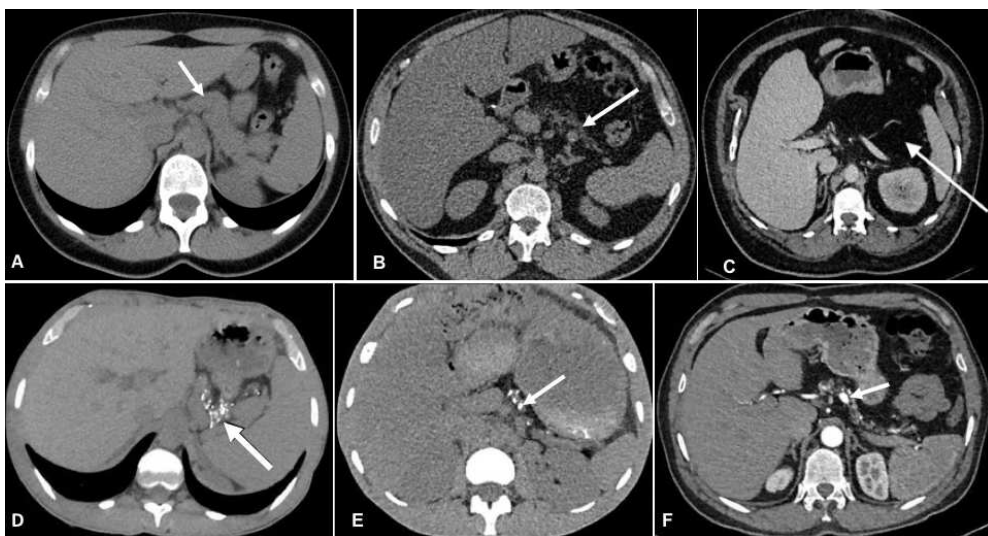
Computed tomography without contrast.
